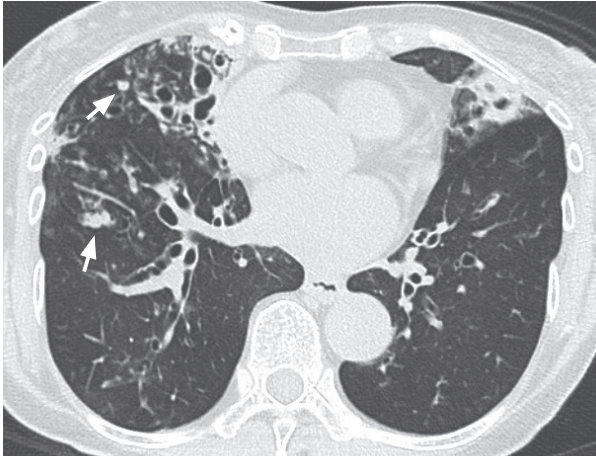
アレルギー性気管支肺アスペルギルス症の胸部 CT 画像
